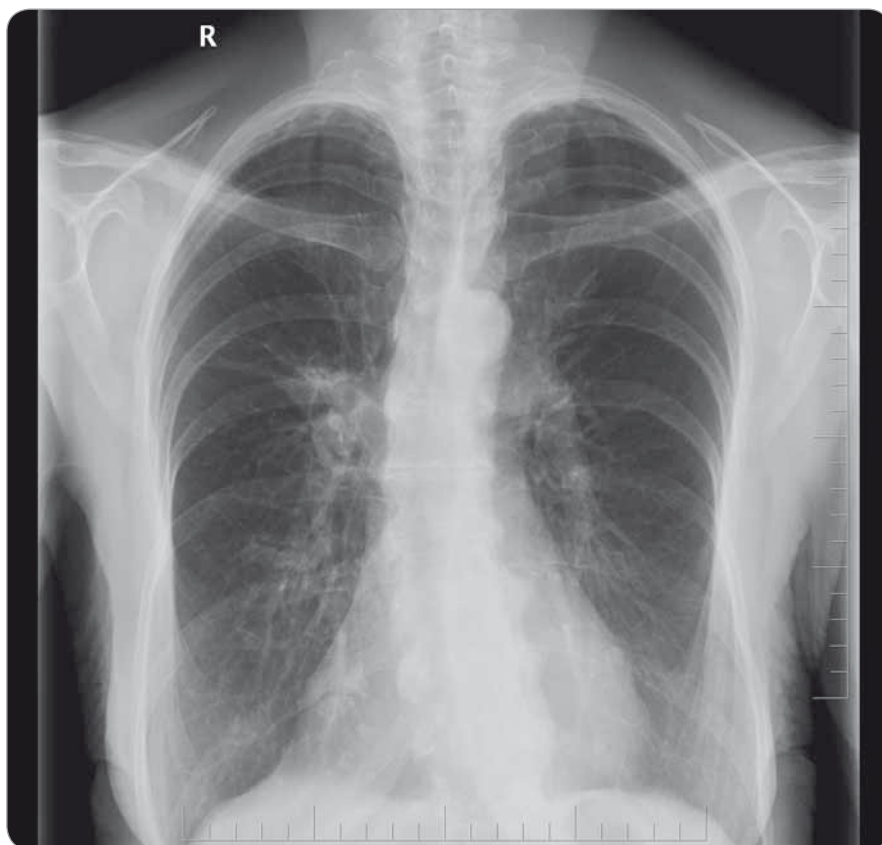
RTG plic před zahájením léčby.
